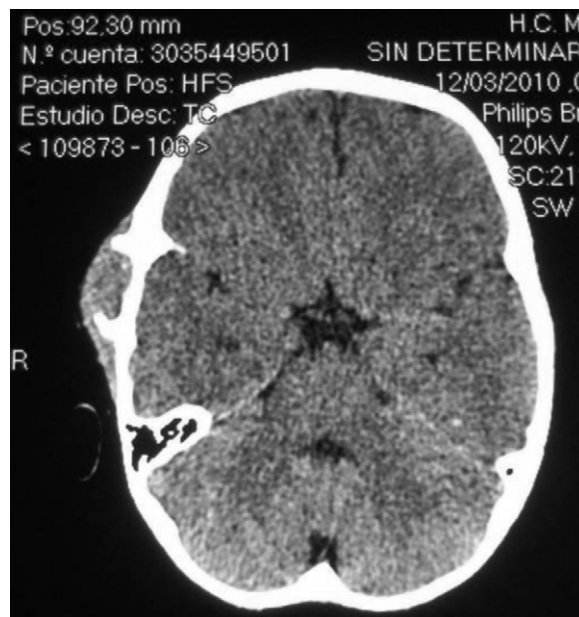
La tomografía computarizada craneal muestra la lesión nodular ovalada temporal derecha con marcada reacción perióstica circundante.
